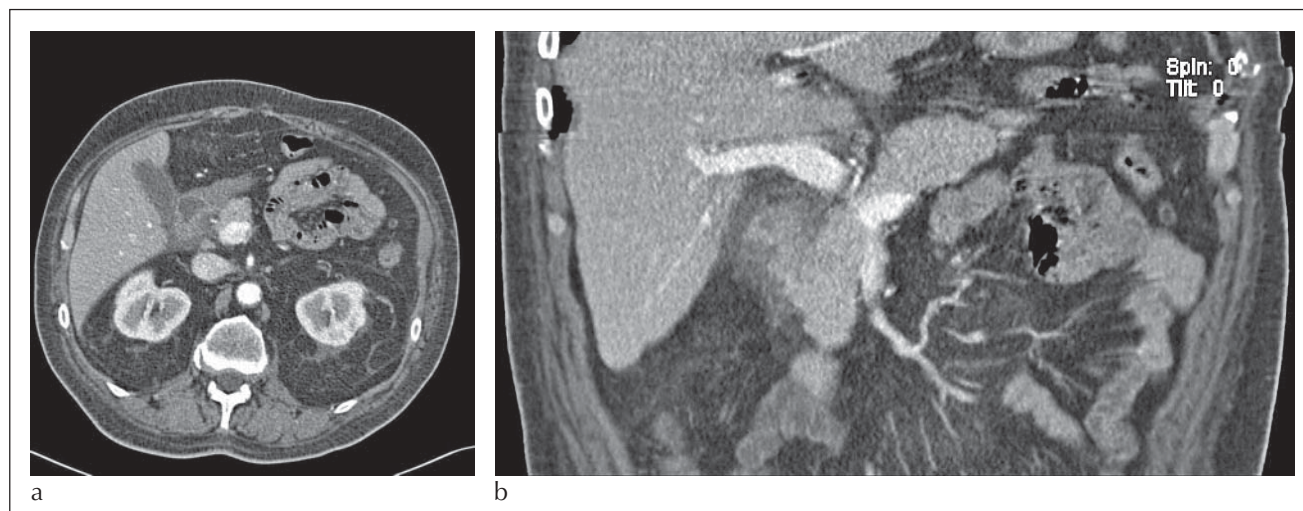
Pankreatitis, Computertomographie: Mäßiges Ödem zwischen Pankreaskopf und Duodenum (a) sowie im mesenterialen Fettgewebe (b): Sogenannte Groove-Pankreatitis.
